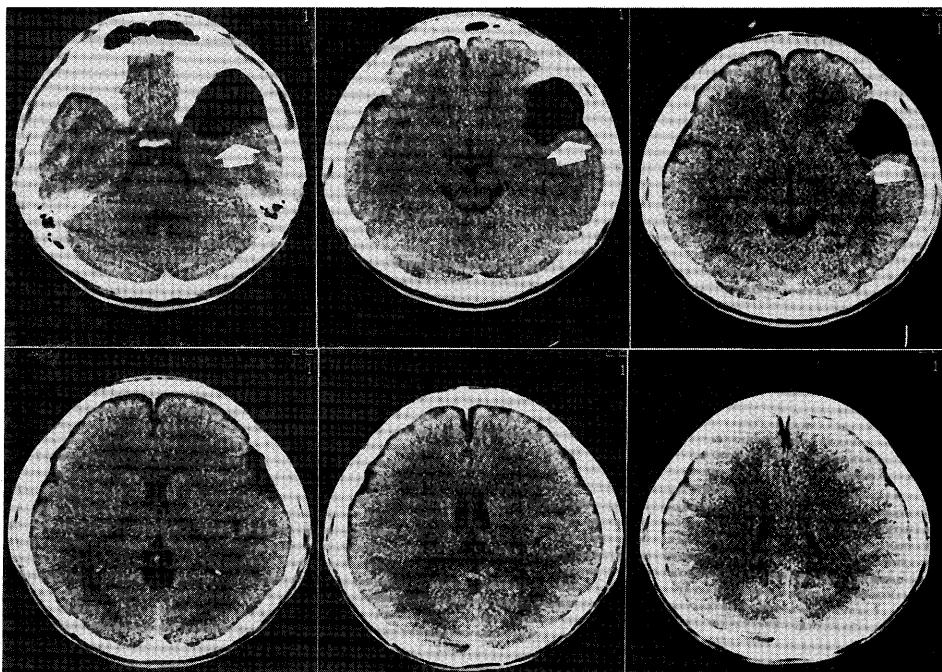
Non-enhanced X-ray CT scans taken at the patient's first visit. A well-circumscribed, low density arachnoid cyst (arrows) is clearly delineated on the right fronttemporal area. No mass effect can be seen at this time.
